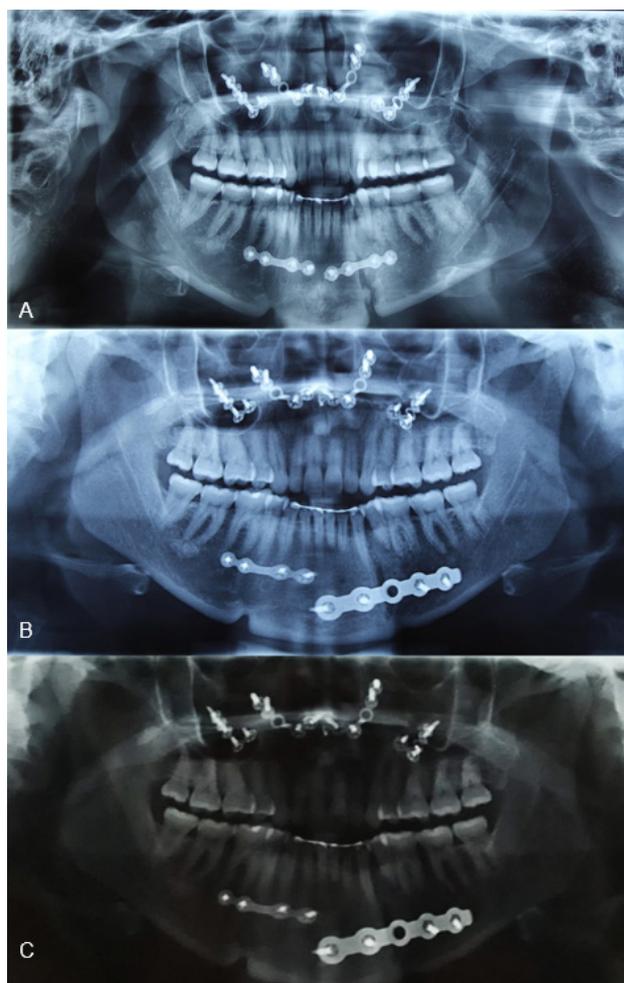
A, radiografia panorâmica anterior a reabordagem cirúrgica, demonstrando descontinuidade óssea em região de parassínfise bilateral; B, exame de imagem pós-operatório imediato, demonstrando material de síntese óssea em posição; e C, radiografia panorâmica durante proervação, após um ano da reabordagem cirúrgica. Nota-se material de síntese óssea em posição e formação óssea no local de enxertia. Fonte: Arquivo pessoal.
